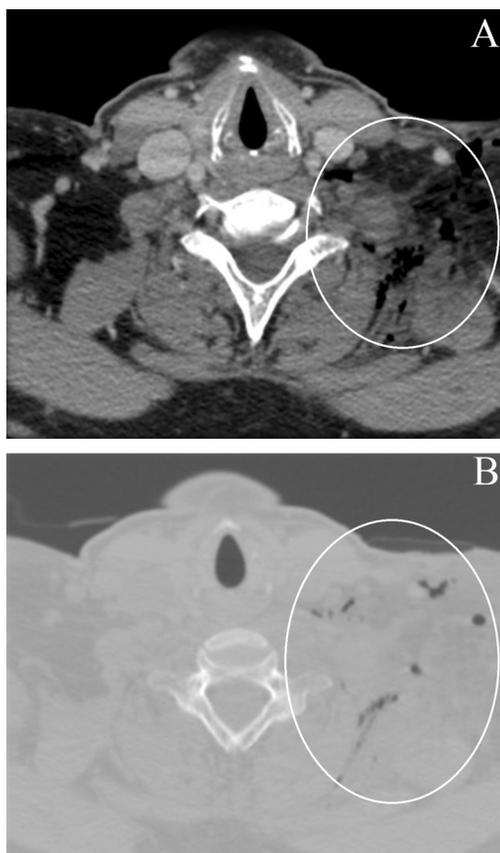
Tomografia computadorizada pós-operatória no corte axial na janela óssea em A e janela para partes moles em B demonstrando densificação dos planos profundos do leito cirúrgico, assim como lâminas líquidas não organizadas locais e focos esparsos de componente gasoso (círculos brancos).
